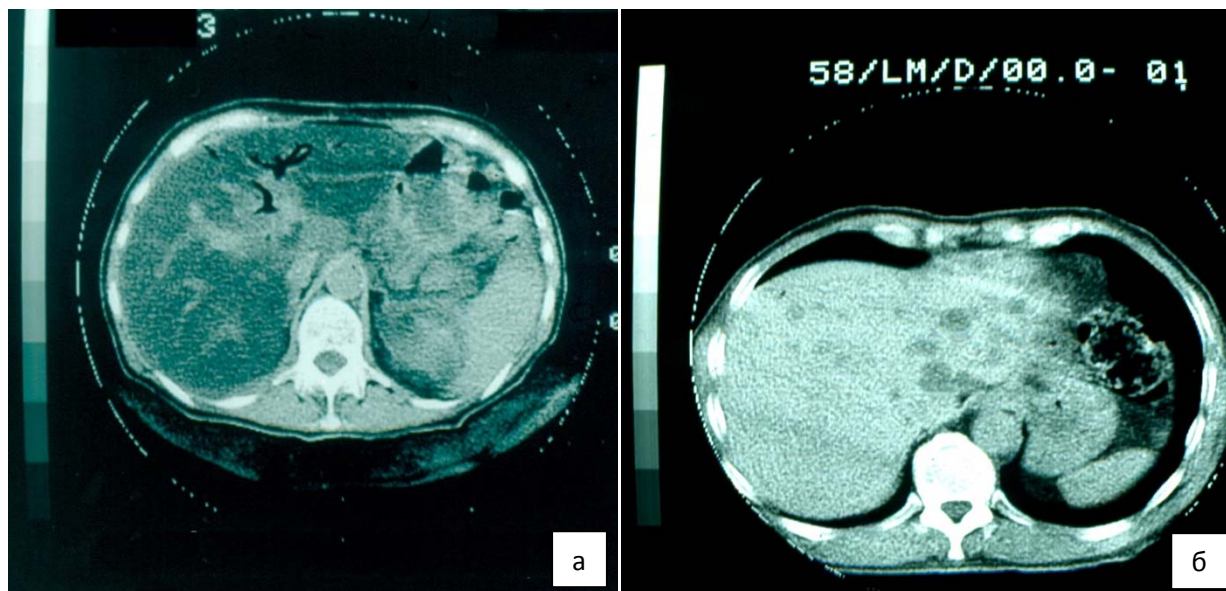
КТ (120 кВ, 300 мАс, спиральное сканирование, pitch – 0,8, толщина среза – 3 мм, интервал 3 мм.): а) внутрипечёчные протоки расширены, характерно преимущественное поражение правой доли печени; б) формирующиеся абсцессы левой доли печени.
